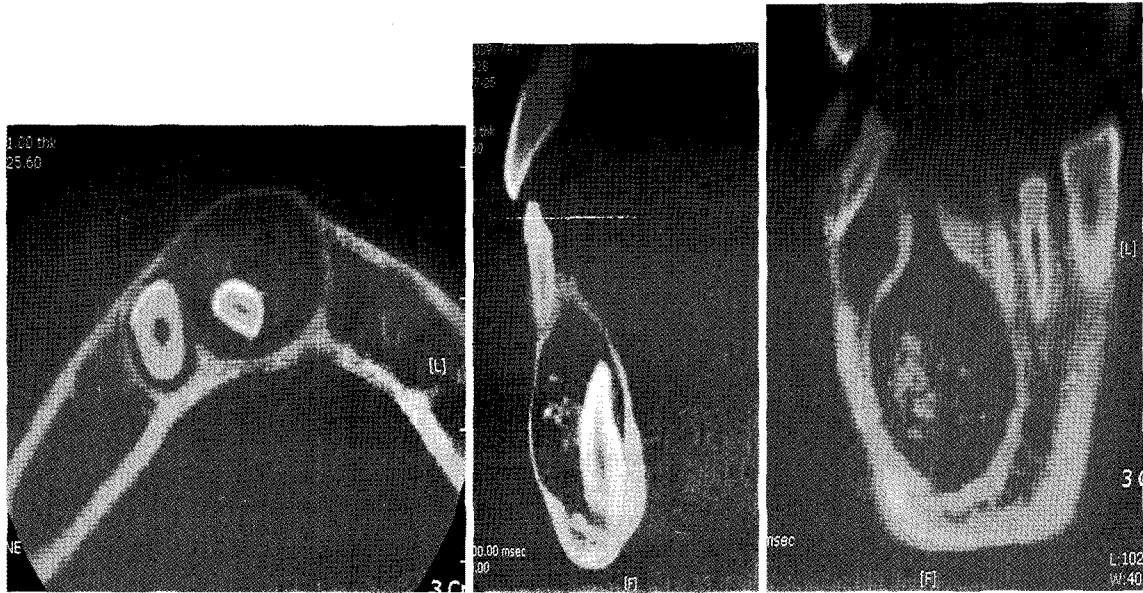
CBCT showed multiple scattered calcified materials in the cystic lesion. These small calcified material were found on the labial aspect of impacted tooth.
